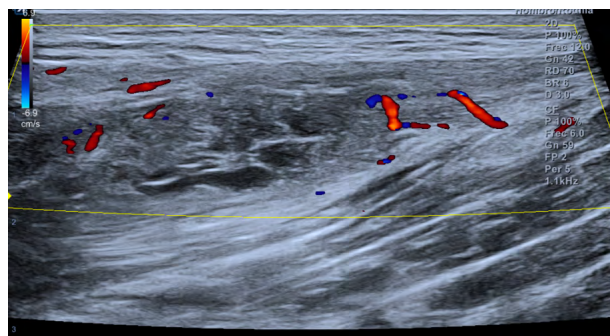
Hiperemia perilesional visualizada con técnica Doppler.
